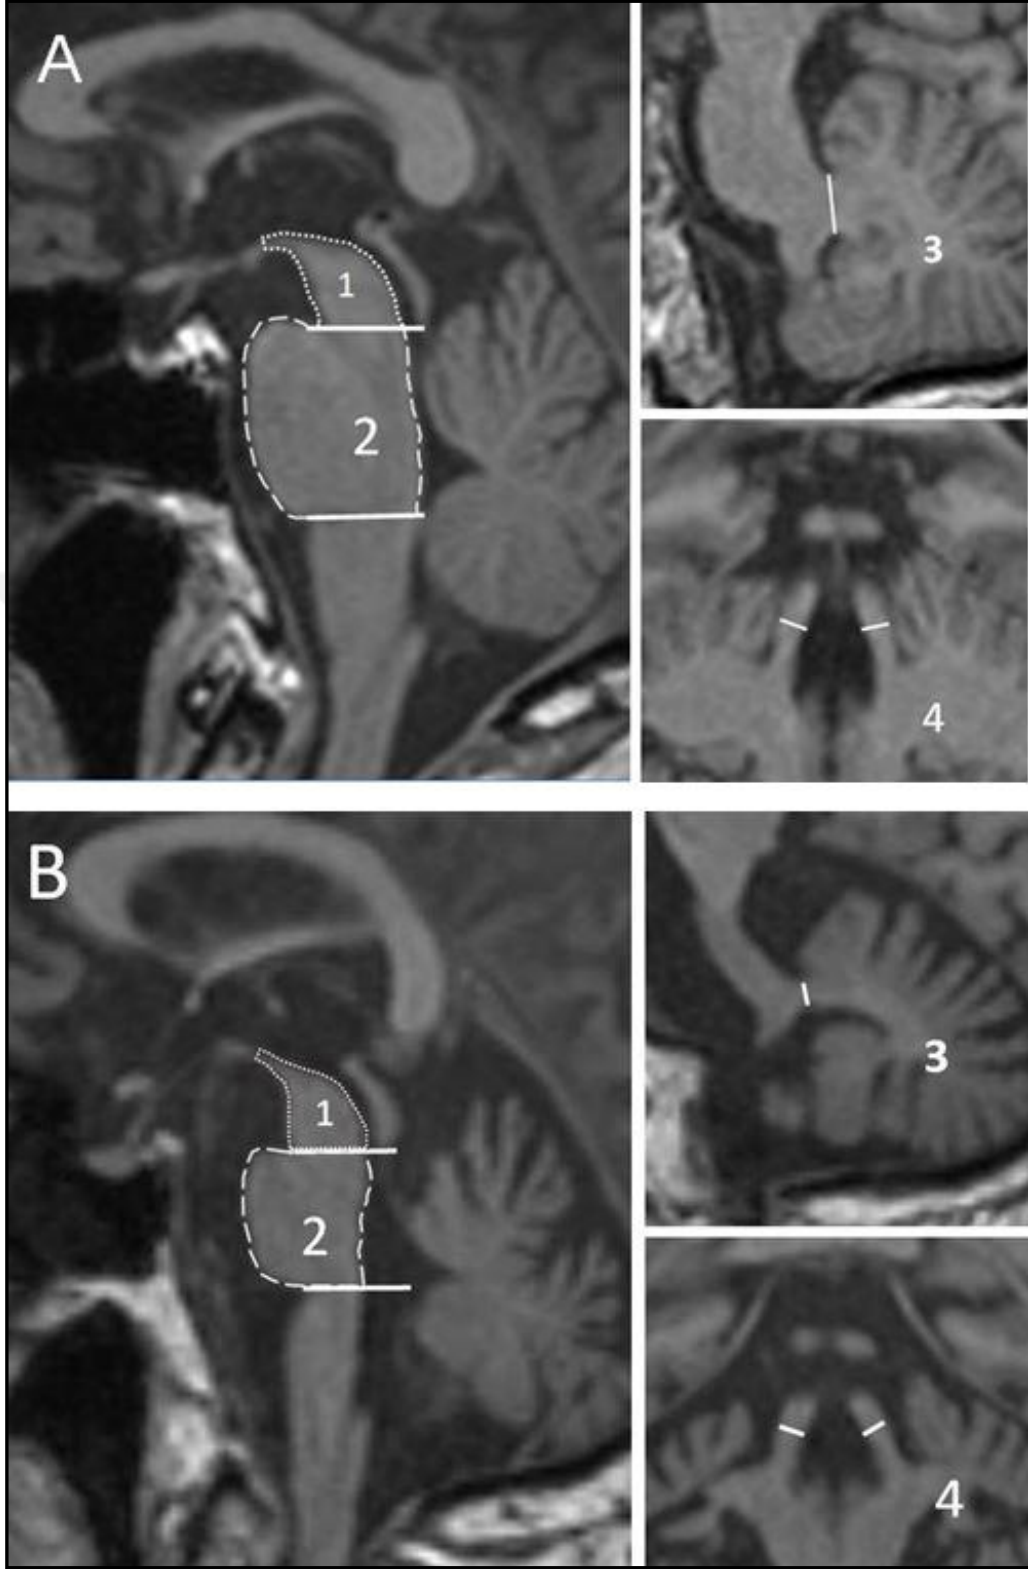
Her iki resimde; 1. Mezensefalon alanı, 2. Pons alanı, 3. Orta serebellar pedinkül genişliği, 4. Süperior serebellar pedinkül genişliği. B'de PSP tanılı hastaya ait MRG görüntüsü mevcut olup, A'da yer alan İdiopatik Parkinson tanılı hastanın görüntüleri ile karşılaştırıldığında Mezensefalon ve SCP atrofisi belirgin olarak seçilebilmektedir.
